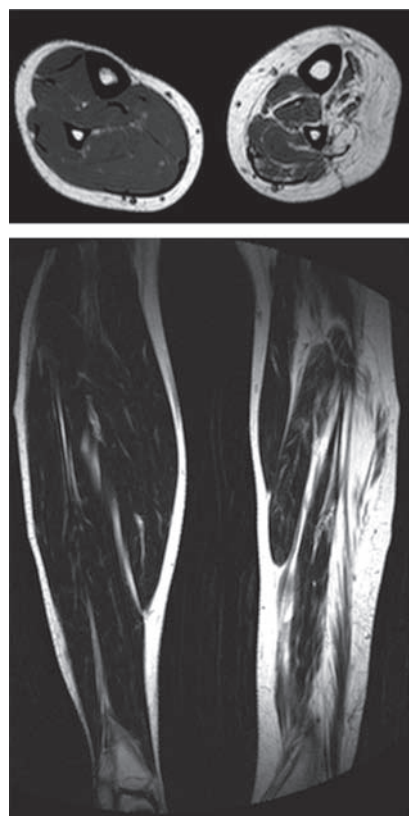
RMN de miembros inferiores. Secuencias potenciadas en T1. Cortes coronales y sagitales. Incremento de señal en musculatura de pierna izquierda compatible con sustitución de fibras musculares por tejido graso.
